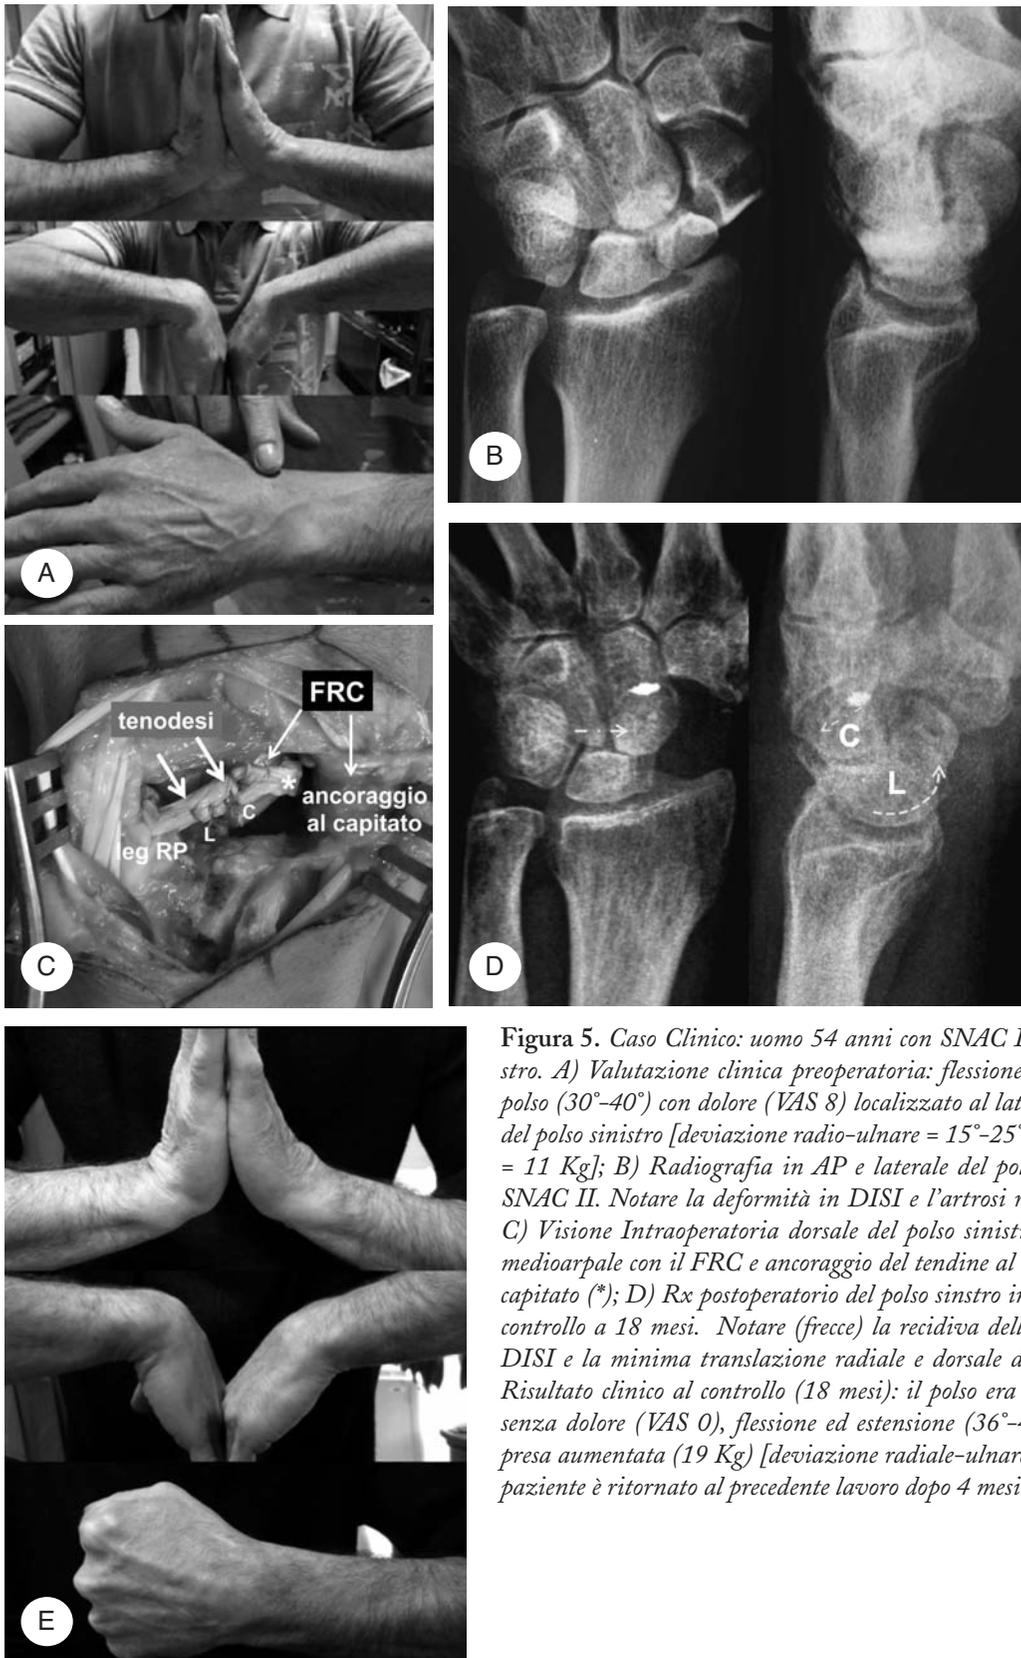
Caso Clinico: uomo 54 anni con SNAC II al polso sinistro. A) Valutazione clinica preoperatoria: flessione-estensione del polso (30° - 40°) con dolore (VAS 8) localizzato al lato dorso-radiale del polso sinistro [deviazione radio-ulnare = 15° - 25° , forza di presa = 11 Kg]; B) Radiografia in AP e laterale del polso sinistro con SNAC II. Notare la deformità in DISI e l'artrosi radio-scafoidea; C) Visione Intraoperatoria dorsale del polso sinistro con tenodesi medioarpale con il FRC e ancoraggio del tendine al lato radiale del capitato (*); D) Rx postoperatorio del polso sinistro in AP e laterale: controllo a 18 mesi. Notare (freccie) la recidiva della deformità in DISI e la minima translazione radiale e dorsale del capitato; E) Risultato clinico al controllo (18 mesi): il polso era completamente senza dolore (VAS 0), flessione ed estensione (36° - 40°) e forza di presa aumentata (19 Kg) [deviazione radiale-ulnare = 15° - 30°]. Il paziente è ritornato al precedente lavoro dopo 4 mesi.
